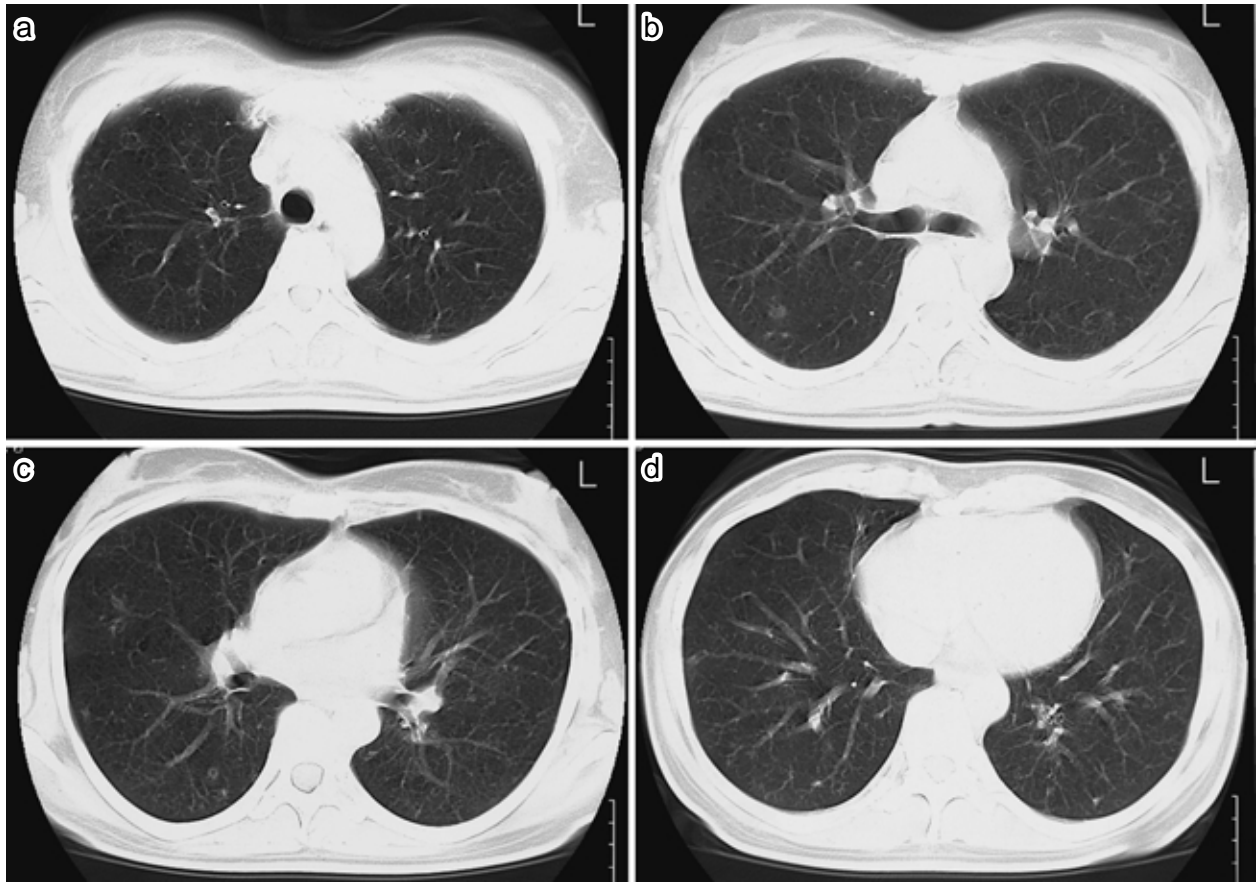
Chest CT scan of the upper ( a ) middle ( b ) and lower ( c, d ) lung fields, showing small nodules ( some of which are cavitary ) Lt. in Fig. 2b, rt. in Fig. 2c ) and cystic lesions. Small nodules are distributed with peripheral predominance. Patchy areas of ground-glass opacity are also seen ( b ) The peripheral nodule in rt. S8 ( d ) was excised by VATS.
